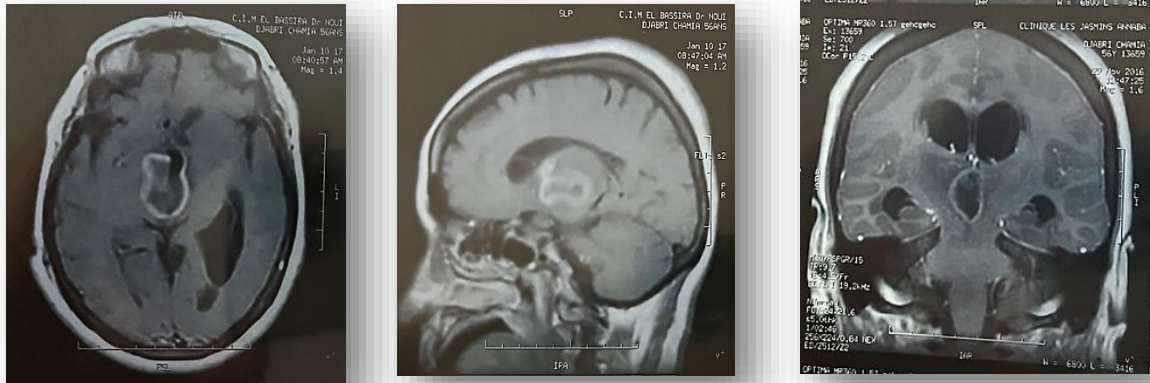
IRM cérébrale de la patiente 1
